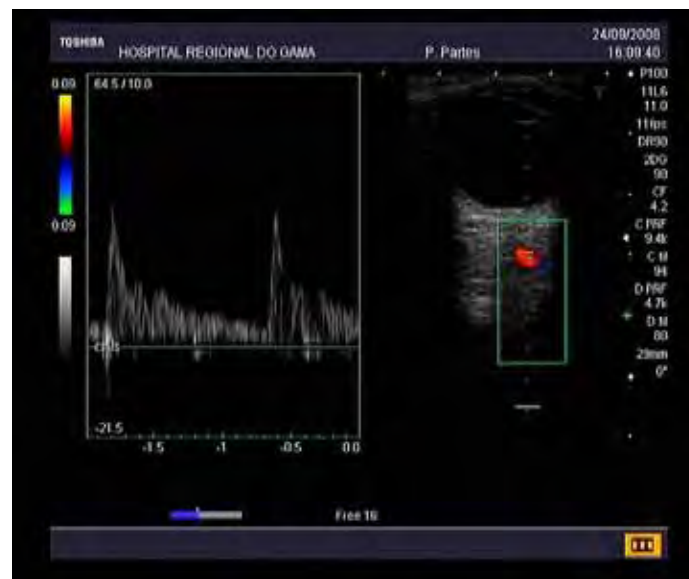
Registro do Doppler da artéria oftálmica de gestante com hipertensão arterial crônica.
